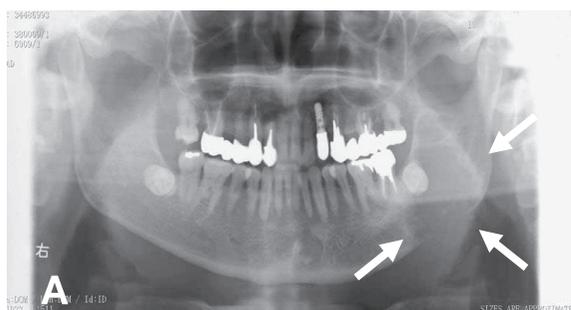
A：症例2パノラマX線：左側下顎第2大臼歯遠心に、下顎枝上方に至る智歯を含む辺縁不整な透過像を認めた。B：症例2 MRI 軸位断 T2 強調像にて左下顎角部に充実性信号を示した。C：症例2 PET-CT 所見にて左側下顎骨および左頸部リンパ節に集積を認め、左側頸部リンパ節転移を疑った。
